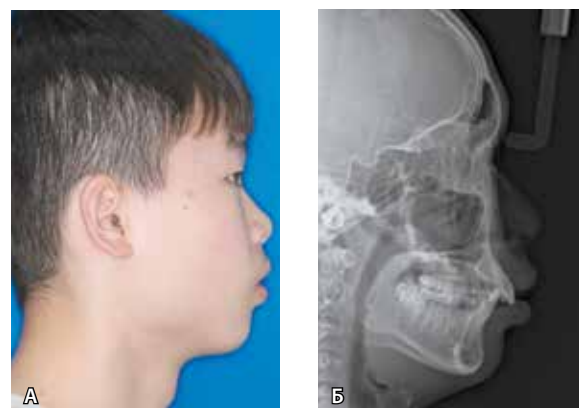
Фото лица пациента 2.1 в профиль (А) и телерентгенография черепа в боковой проекции (Б) до лечения
